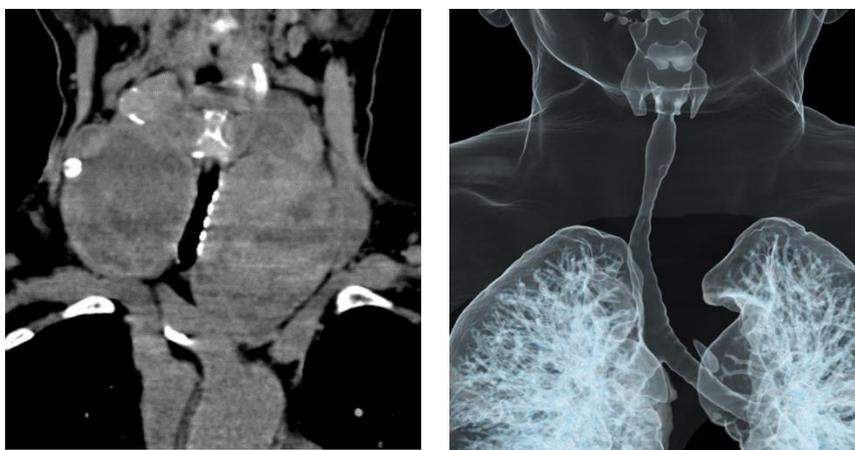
Компьютерная томография органов шеи и грудной клетки с 3D-моделированием при многоузловом зобе IV ст. со смещением и сдавлением трахеи.
